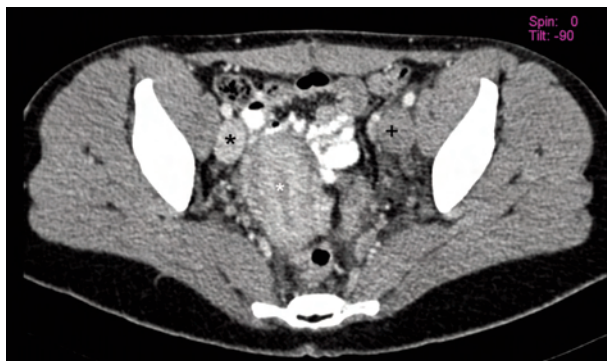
TAC abdominopélvico con contraste i.v – Corte axial. Vena iliaca izquierda trombosada (Cruz negra). Vena iliaca derecha permeable (asterisco negro). Utero (asterisco blanco).
